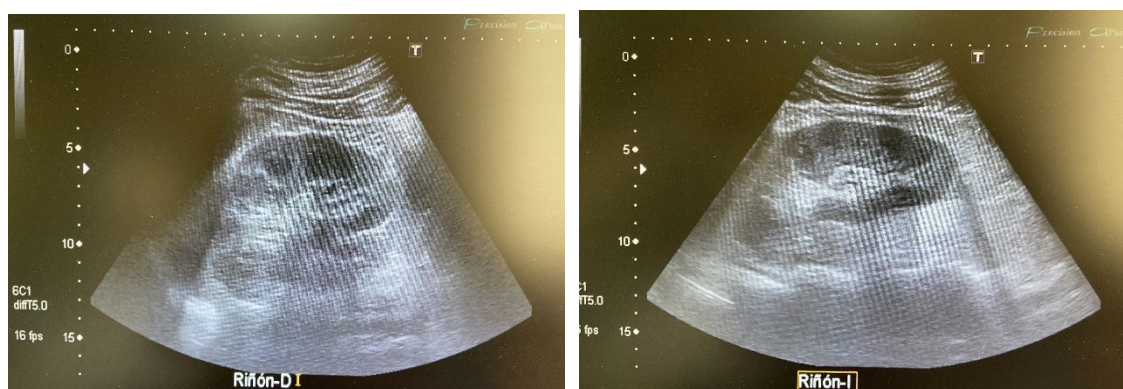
Ecografía renal bilateral transabdominal: ambos riñones en proyección longitudinal sin litiasis
